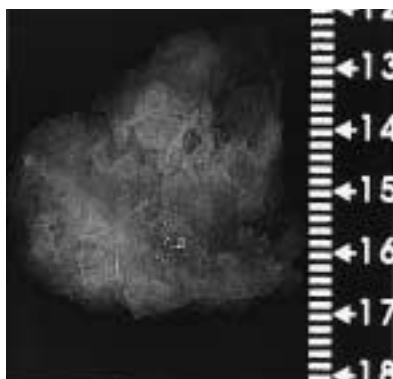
切除標本の軟X線像(乳腺症症例):多形性石灰化が集簇している。腫瘍影は認められない。
